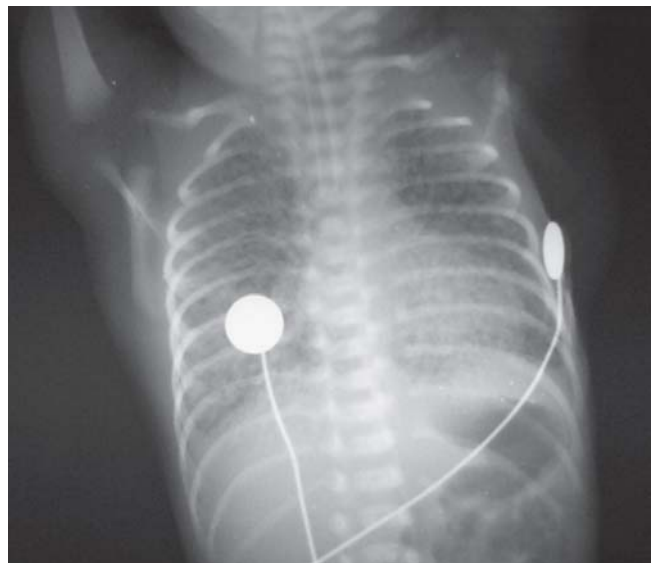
Radiografía de tórax (vista frontal) Enfisema pulmonar intersticial: Pulmones sobredistendidos con múltiples imágenes radiotransparentes pequeñas y redondeadas en neonato ventilado.
